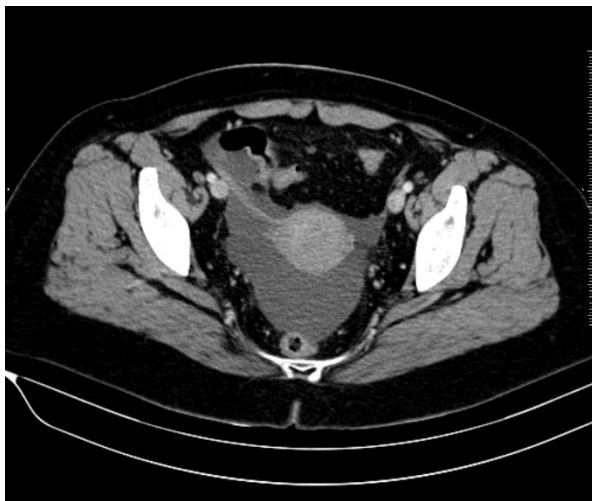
TC abdominopélvico con administración de contraste intravenoso en proyecciones axial y sagital. Líquido libre en pelvis. (Servicio de Radiodiagnóstico. Complejo Asistencial de Zamora)
